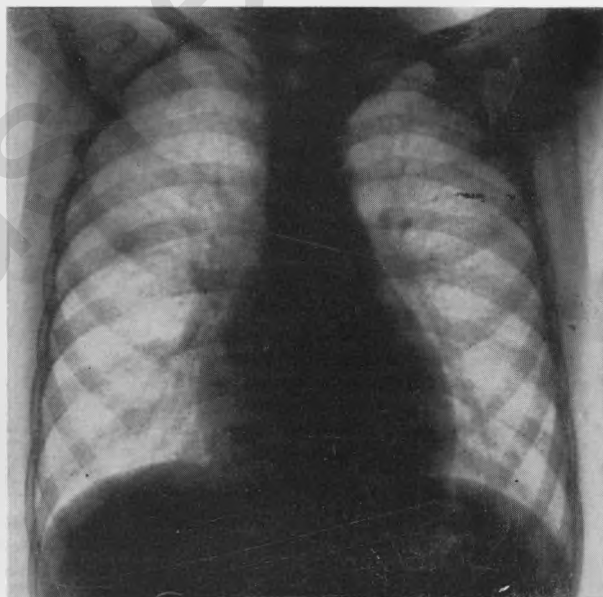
Дефект межжелудочковой перегородки. Рентгеновский снимок в передне-задней проекции
